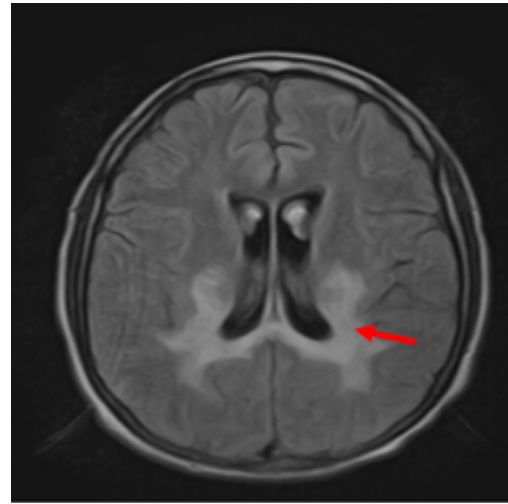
RMN DE CEREBRO del 2024. Desmielinización extensa en la sustancia blanca, especialmente en áreas parieto-occipitales. (Flecha roja)
